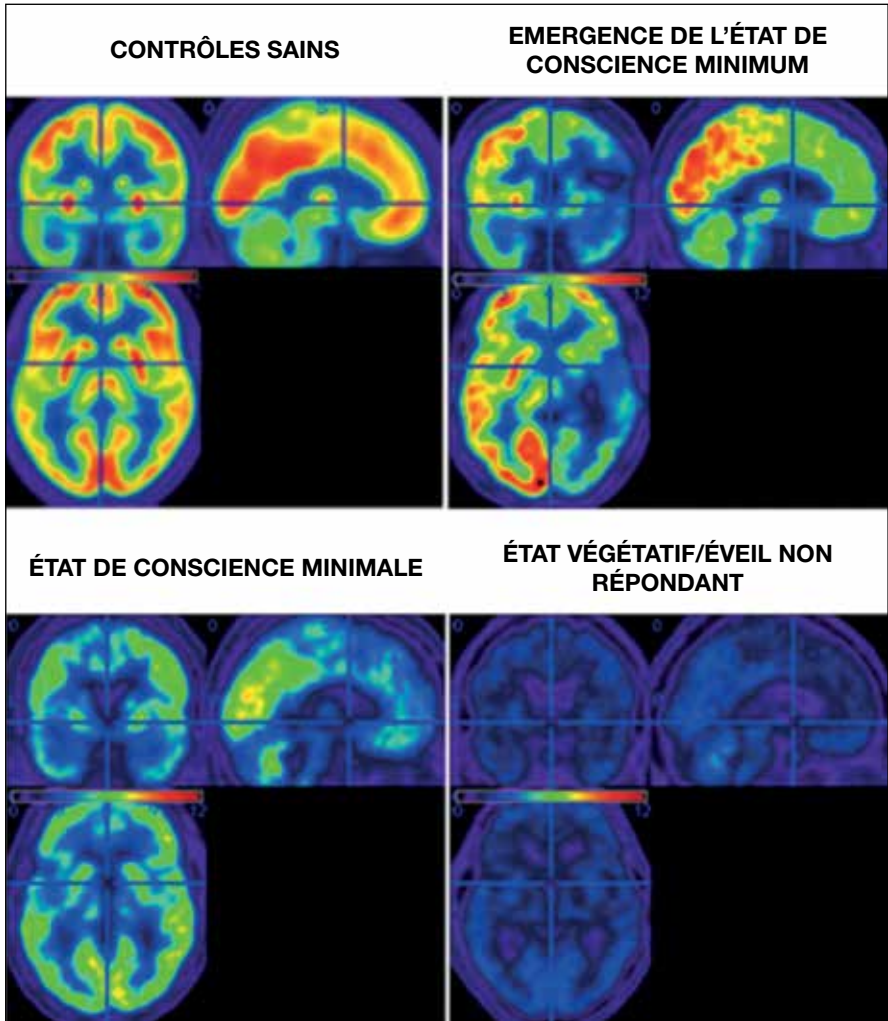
Métabolisme cérébral spontané au repos chez des sujets contrôles et chez des patients post-coma mesuré à l'aide du ^{18}F FDG-TEP. Les régions en rouge montrent une consommation plus importante en glucose, les régions en bleu montrent une consommation faible (adapté de [41]).
